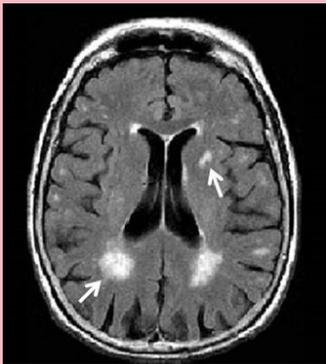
Las flechas están apuntando a la enfermedad vascular frecuentemente observada en las imágenes de MRI de adultos mayores. Son sugestivas de un aumento del riesgo de una persona de desarrollar Alzheimer.
